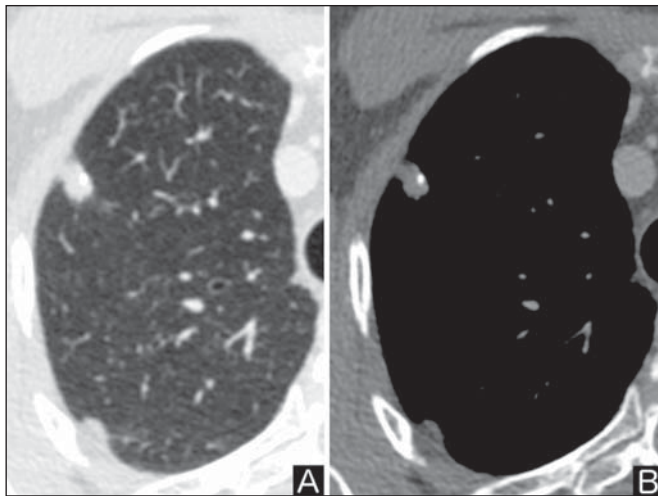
Padrão de calcificação maligno. TC de tórax em janela pulmonar (A) e mediastino (B). Calcificação excêntrica.
